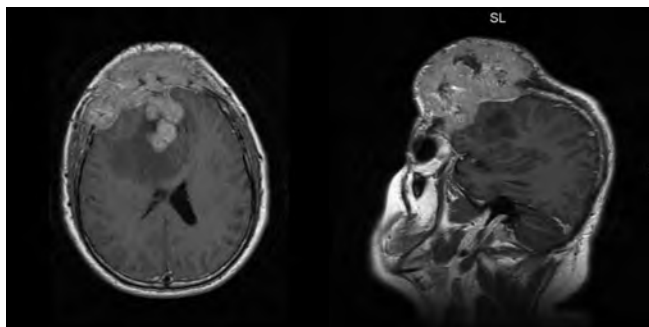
Corte axial y parasagital de RMN contrastada con gadolinio donde existe un reforzamiento generalizado de la lesión; además, demuestra una infiltración mayor en sentido antero-posterior.
